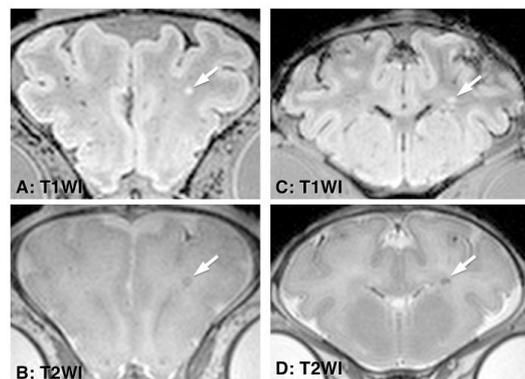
MRI で観察された代表的な脳白質損傷。ID: 6-04 では前頭葉レベル (A, B), 6-12 では前基底核線条体レベルの冠状断面で (C, D), T1WI 高輝度かつ T2WI 低輝度の巣状病変が観察された (矢印)。
